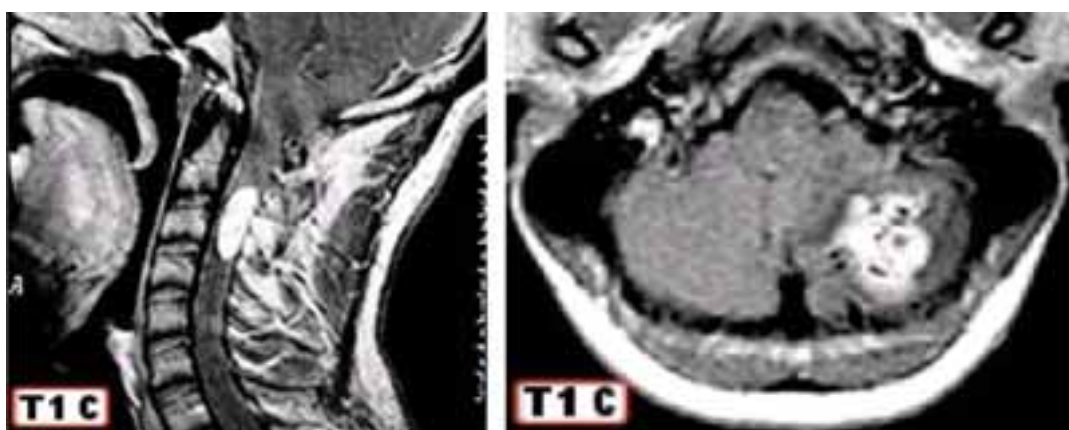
Resonancia magnética de cráneo y columna cervical la cual muestra la presencia de hemangioblastomas a nivel cerebral y medular.
